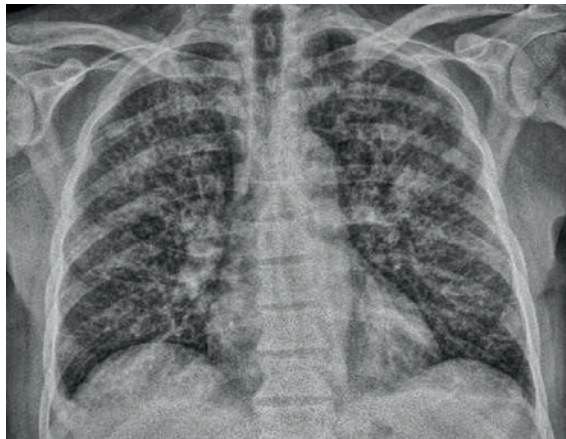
Radiographie thoracique avec infiltrats prédominant au niveau des lobes supérieurs et petits épanchements pleuraux bilatéraux.
